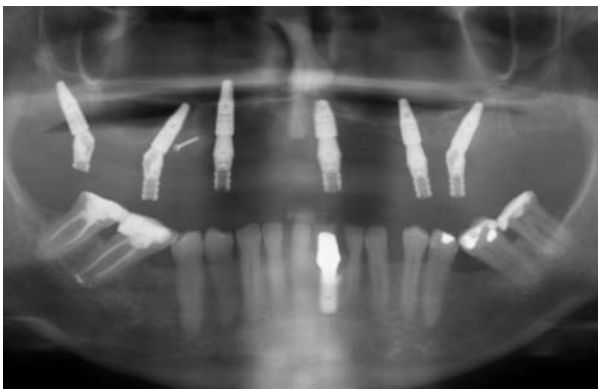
Contrôle radiographique à 3 mois.
